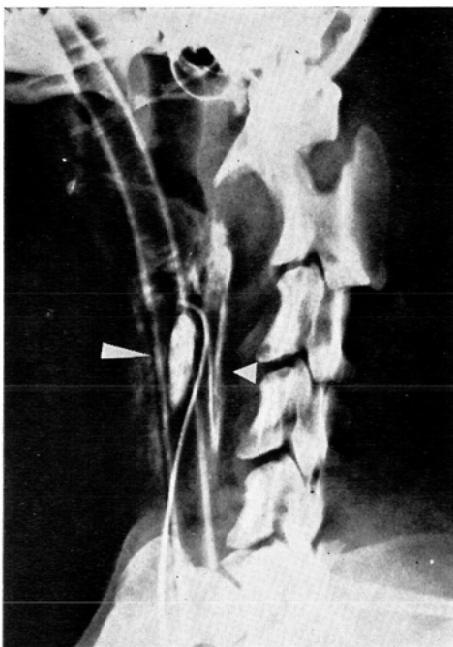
This X-ray shows a cervical esophageal parenchymogram. Nine ml of contrast medium containing HCO-50 was infused for 90 seconds manually. This X-ray taken 120 seconds after the completion of infusion shows distinct two band-like shadow (short arrow). The shadows having a length of 5cm could be observed for 10minutes after the end of infusion. Thyroid gland (long arrow) also can be seen.
